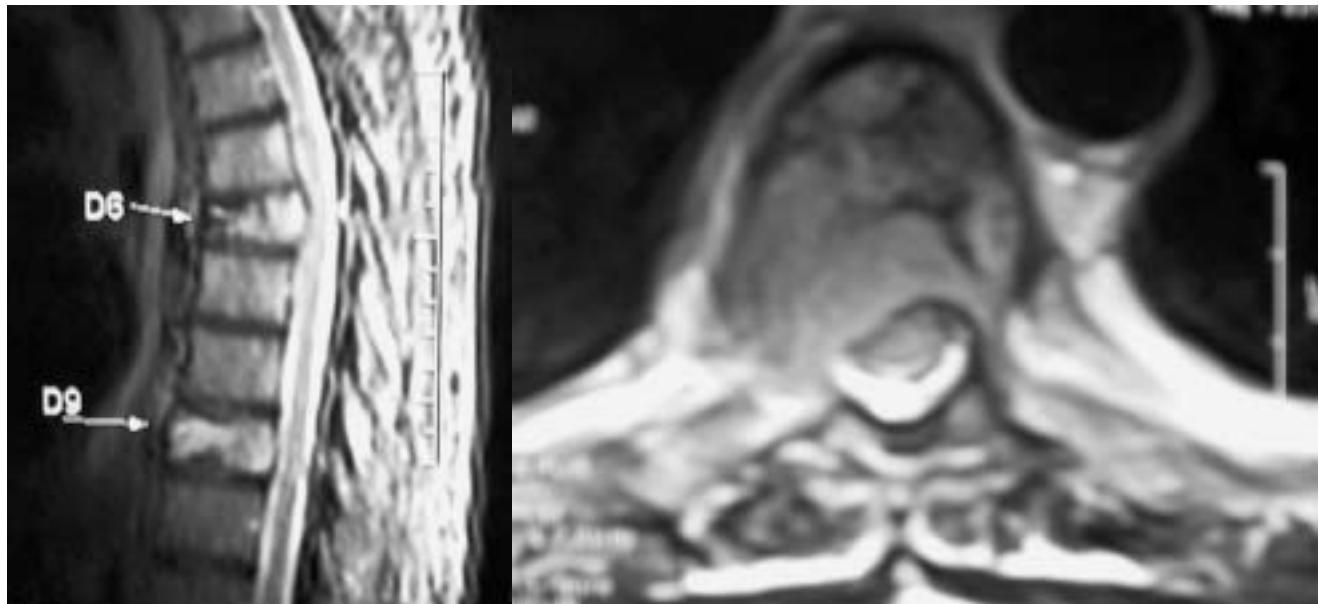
Resonancia magnética de columna torácica donde se visualizan dos focos tumorales y la invasión al canal raquídeo.
